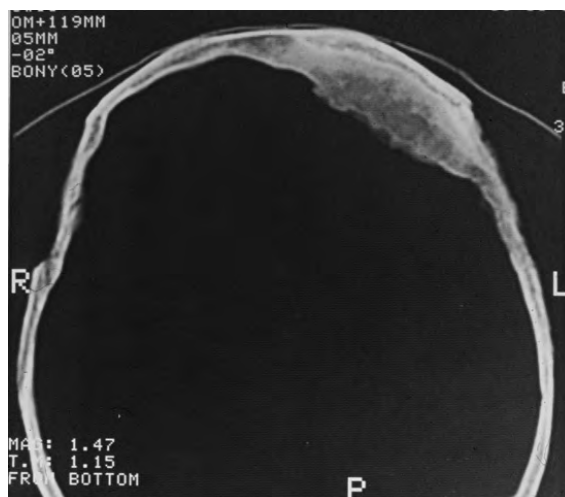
TC del crani de Notre-Dame-Du-Bourg.
